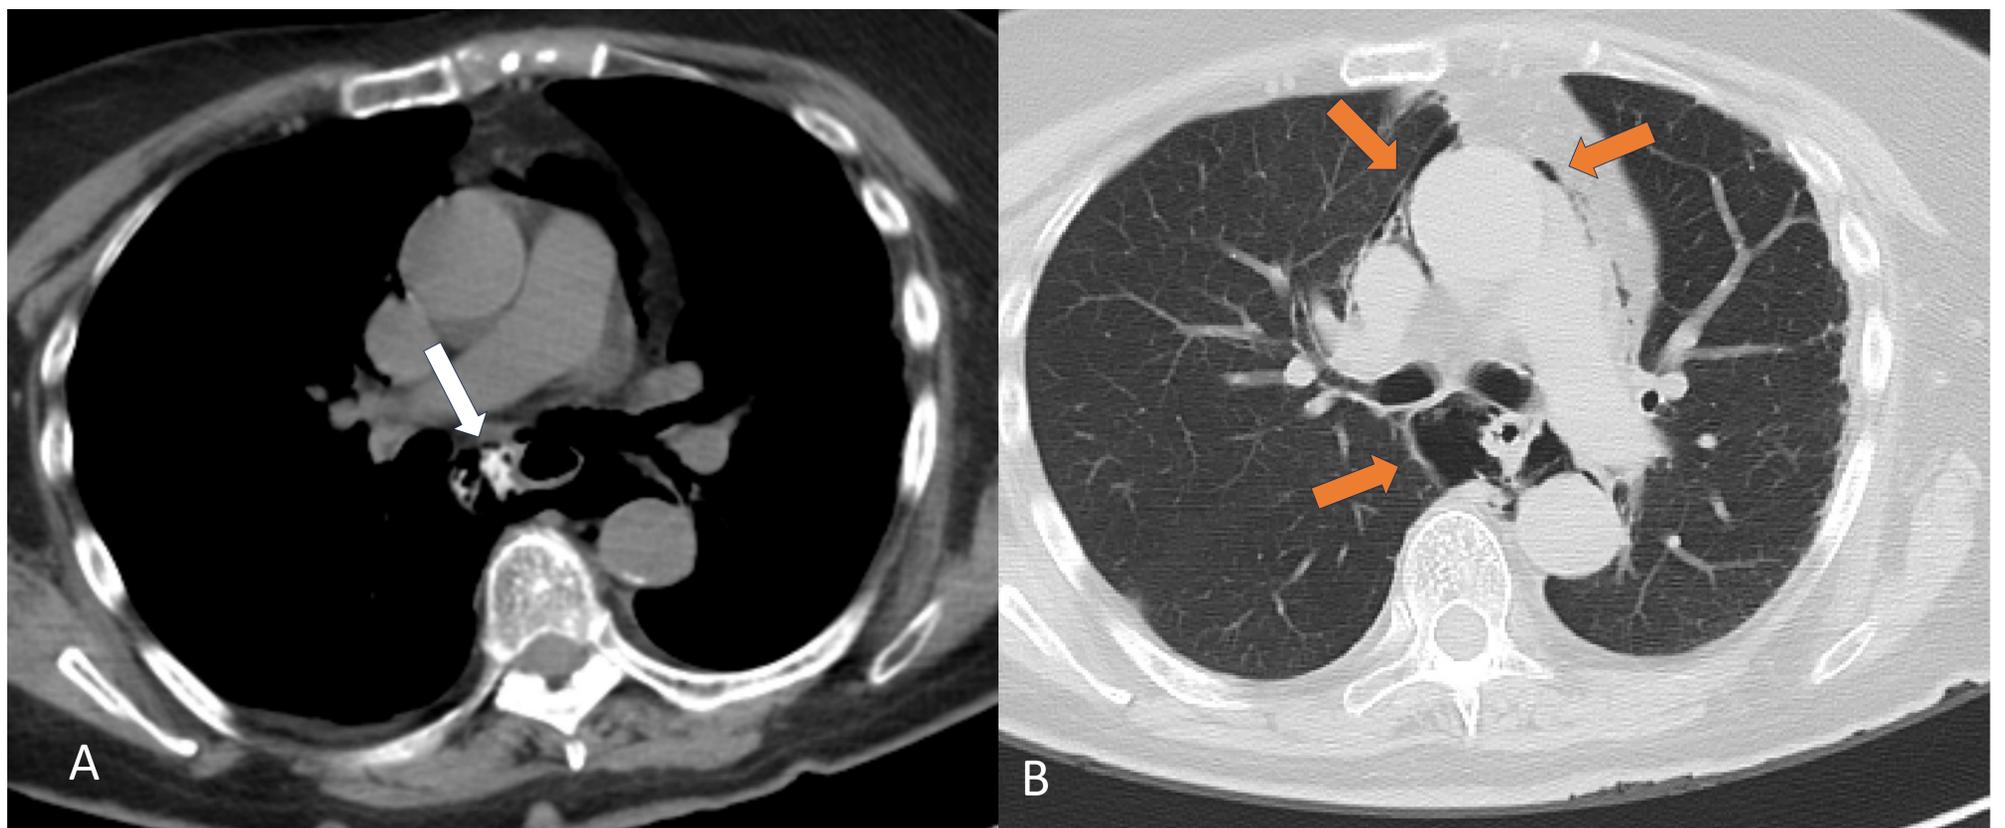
Paciente de 70 años que al inicio de la CPRE se sospecha una perforación esofágica cuando se introduce el endoscopio. Se realiza TC torácico con contraste oral sin contraste endovenoso ante la sospecha de perforación. A) Ventana de mediastino y B) Ventana de parénquima pulmonar. Donde se observa un neumomediastino que diseca estructuras vasculares y las estructuras mediastino posterior (flechas naranjas), objetivando una extravasación de contraste oral (flecha blanca).
